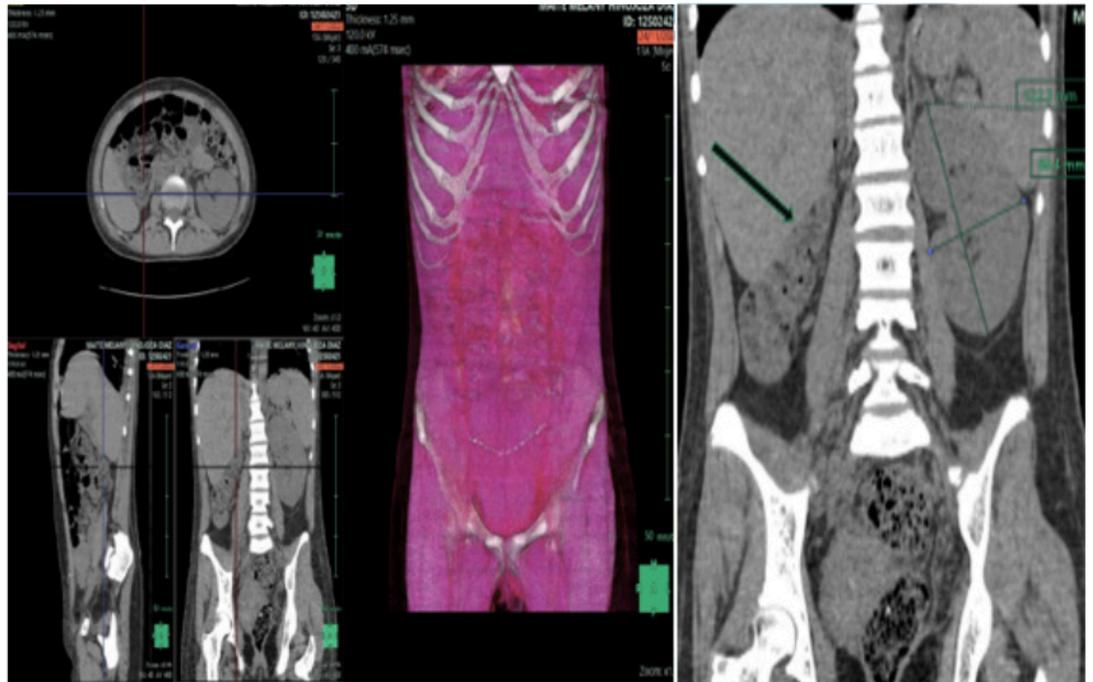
a) Tomografía Computada de abdomen simple en proyecciones axial, sagital, coronal y reconstrucción volumétrica donde se corrobora la agenesia renal derecha con riñón izquierdo compensatorio incrementado de morfología en sus diámetros mayores en relación a monoreno. En cavidad pélvica se observa útero incrementado de tamaño con contenido hipodenso en cavidad endometrial a predominio derecho en relación a hematocolpos.
